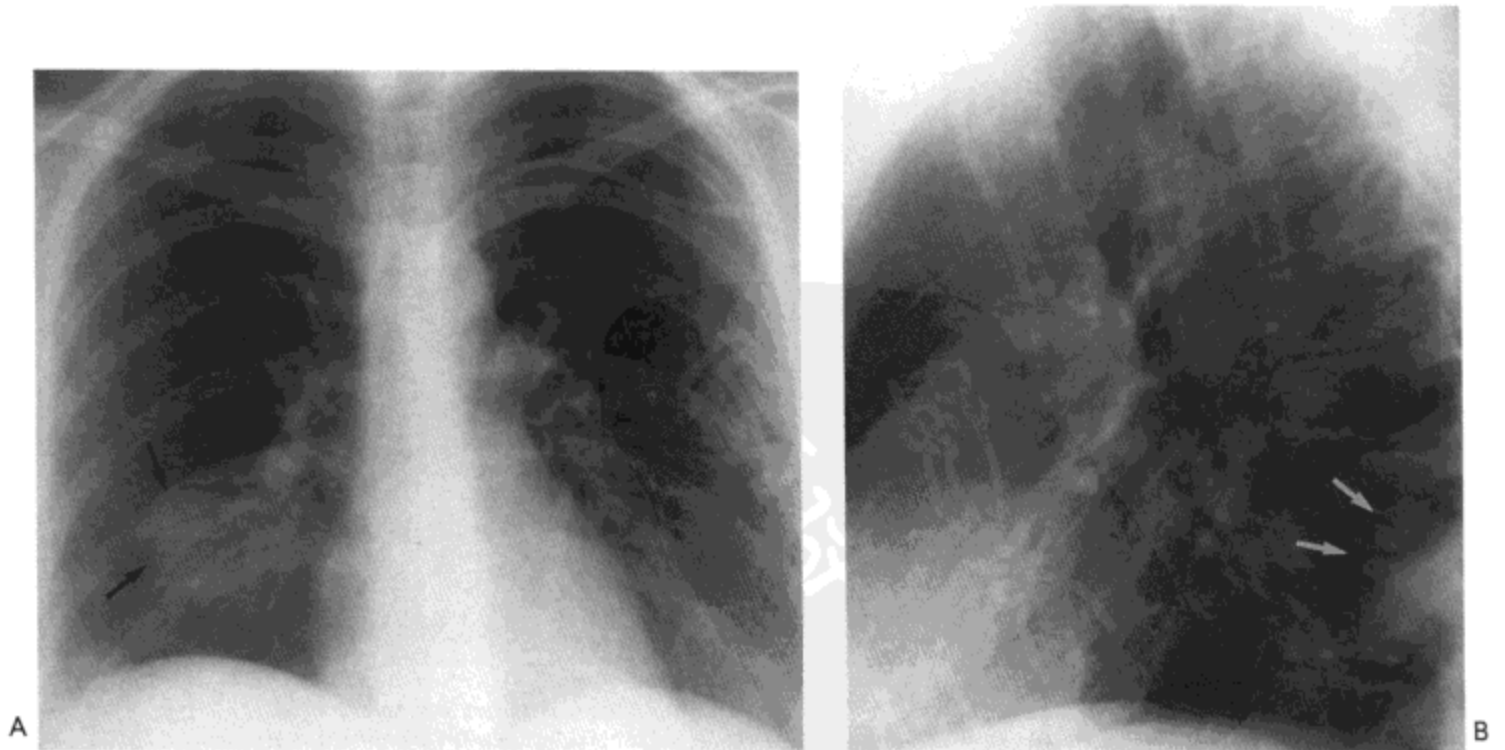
急性肺血栓栓塞。A：X线胸片示边界模糊的实变区（箭号）。B：侧位X线片示以胸膜为基底的阴影（箭号），似截去顶部的圆锥（Hampton驼峰征）。偶然见到中心静脉导管，尖端位于上腔静脉。病人女，25岁。
